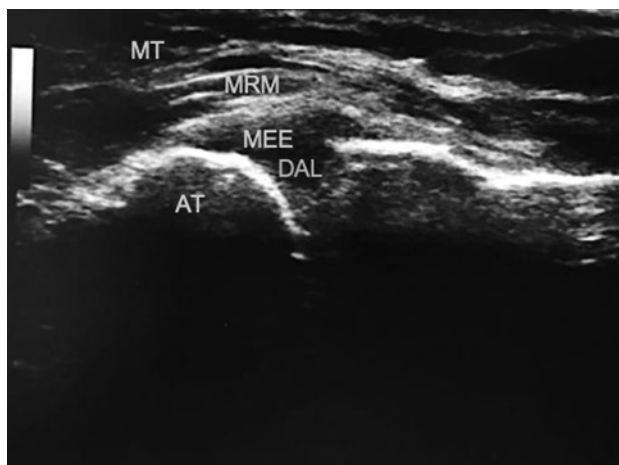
Imagen del bloqueo del plano erector de la espina (BPEE) en ecografía, en el plano longitudinal, tras la inyección del medicamento.
